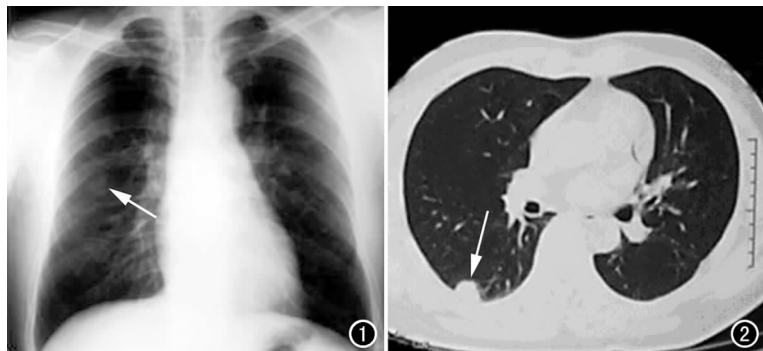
胸部正位片示右侧第 3 前肋间可见边界清楚的结节影(箭), 周围未见卫星病灶。图 2 CT 示右下叶背段胸膜下见一直径约 1.4 cm 的结节状影, 内缘清晰(箭)。
